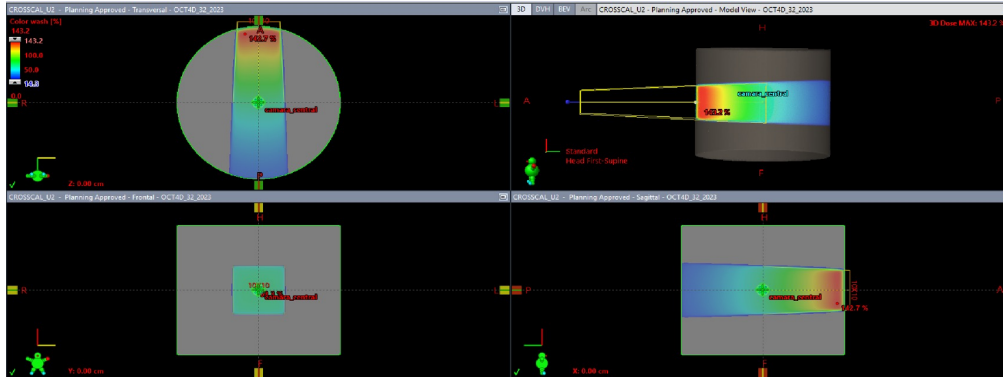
Plan creado, usando la tomografía virtual del maniquí OCT, a una SSD 85 cm, campo 10cm x 10 cm.
